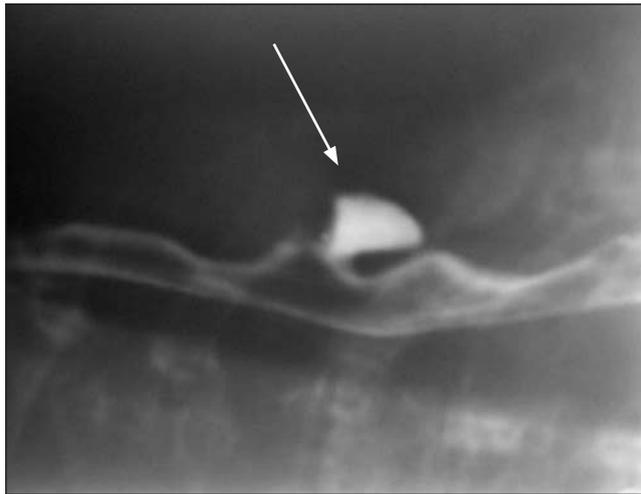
Рентгеноконтрастное исследование пищевода с сульфатом бария. Депо бария за контуром пищевода, связанное с просветом пищевода. Дивертикул пищевода
